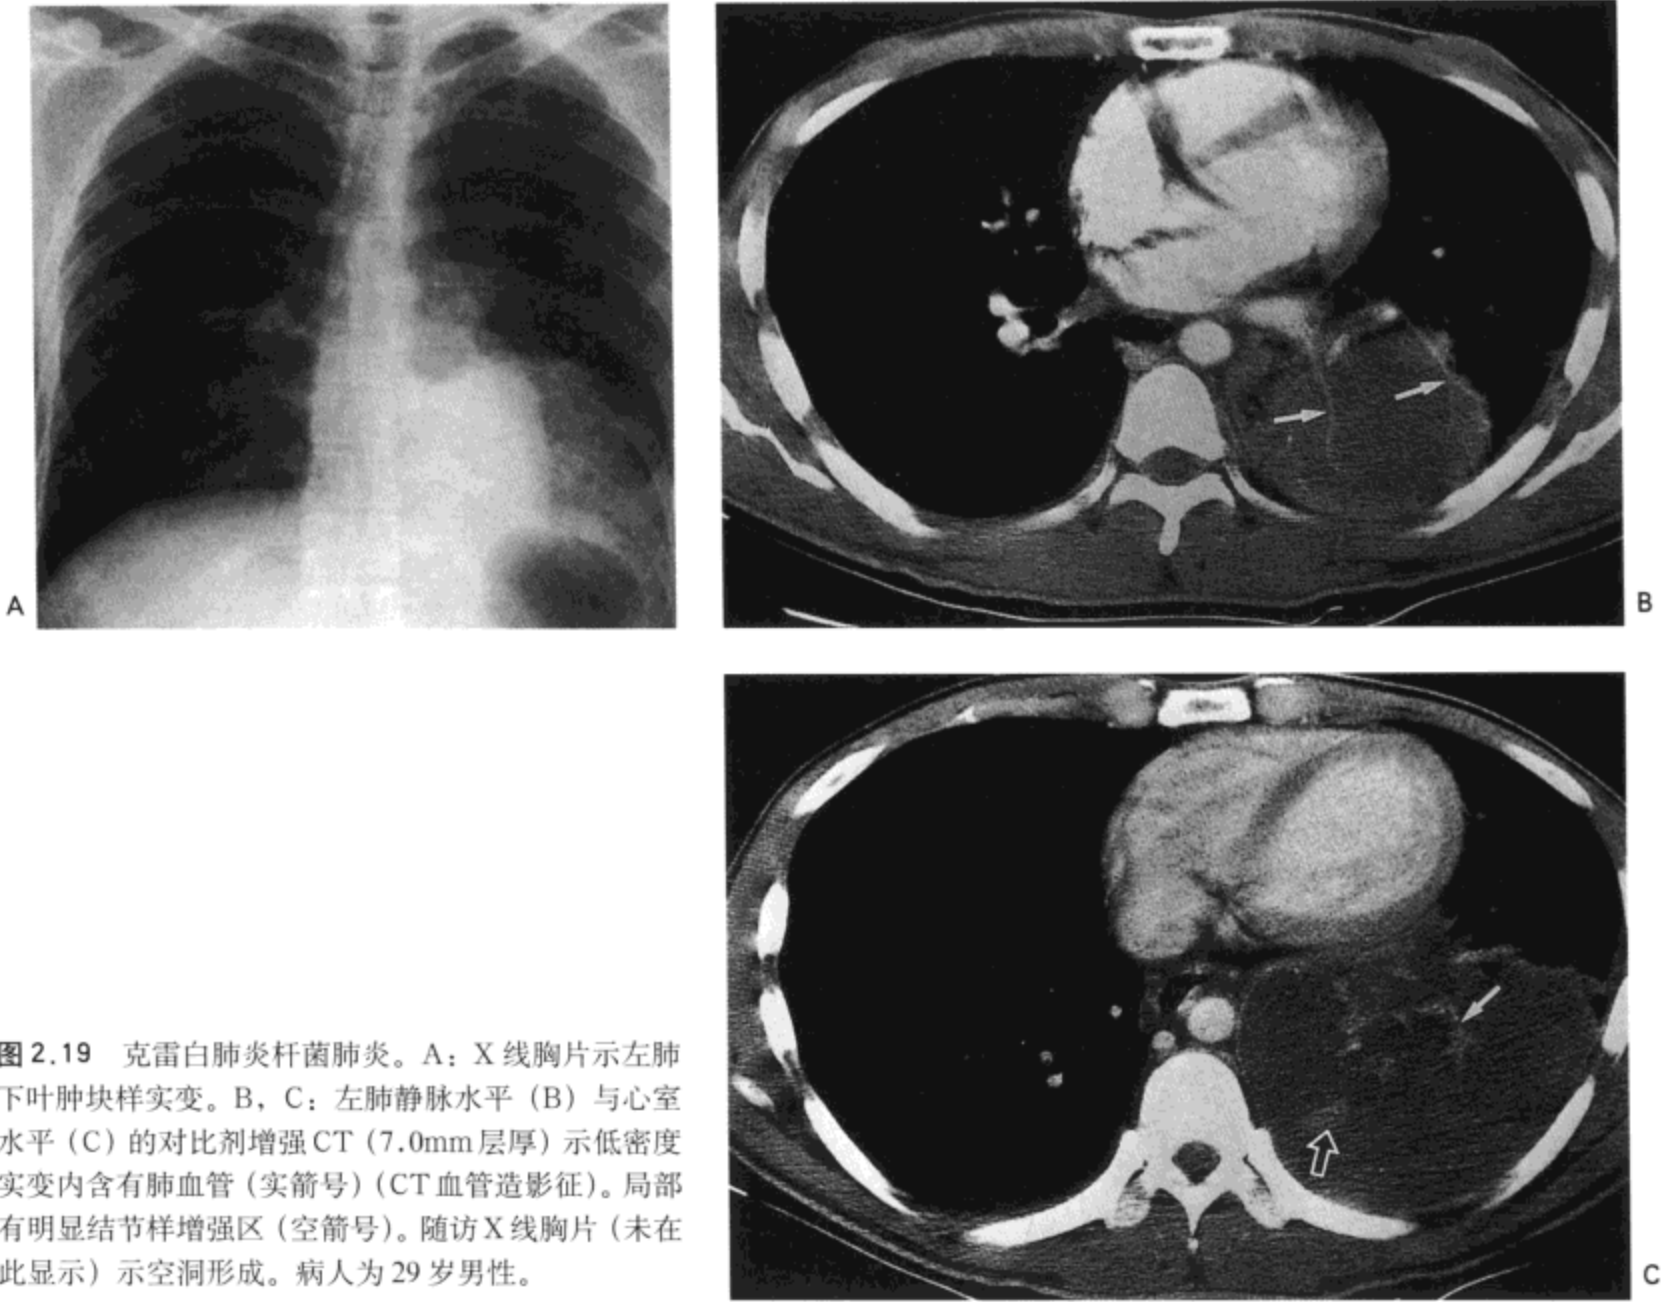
克雷白肺炎杆菌肺炎。A: X 线胸片示左肺下叶肿块样实变。B, C: 左肺静脉水平 (B) 与心室水平 (C) 的对比剂增强 CT (7.0mm 层厚) 示低密度实变内含有肺血管 (实箭号) (CT 血管造影征)。局部有明显结节样增强区 (空箭号)。随访 X 线胸片 (未在此显示) 示空洞形成。病人为 29 岁男性。
